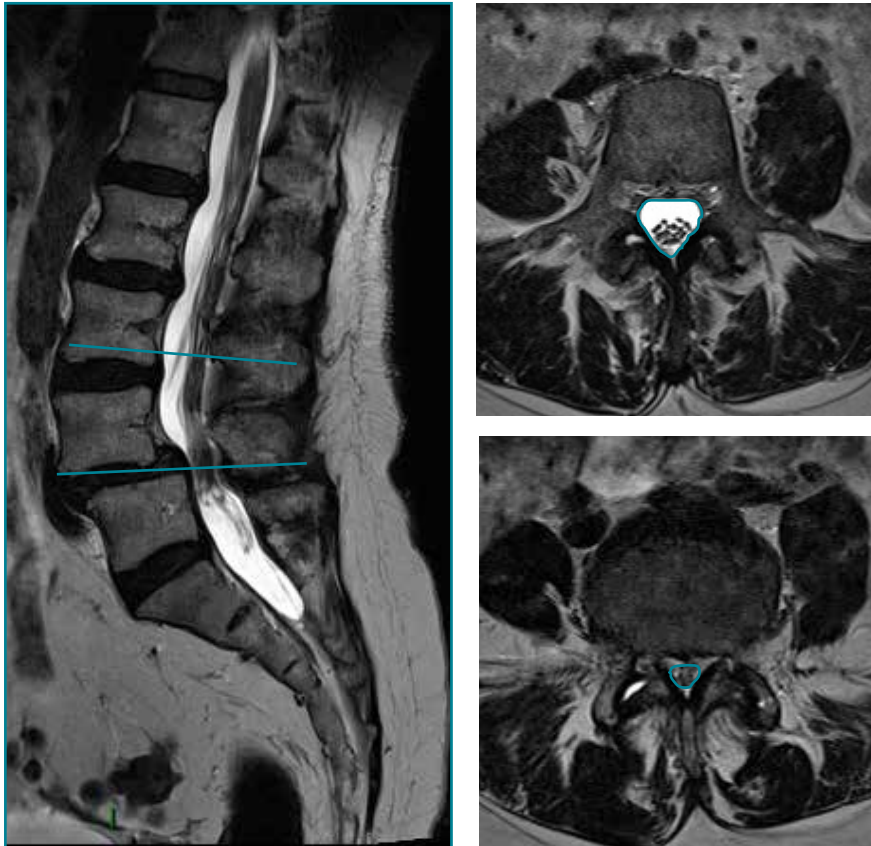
Examen IRM en pondération T2 montrant une sténose L4-L5 avec un spondylolisthésis dégénératif. Sur la coupe sagittale à gauche, on voit très bien le glissement de L4 par rapport à L5. En haut à droite une coupe passant par L3 montre que les racines sont entourées de LCR. En bas à droite, les racines sont mises à l'étroit par le disque mais aussi par les facettes articulaires et les ligaments jaunes.
